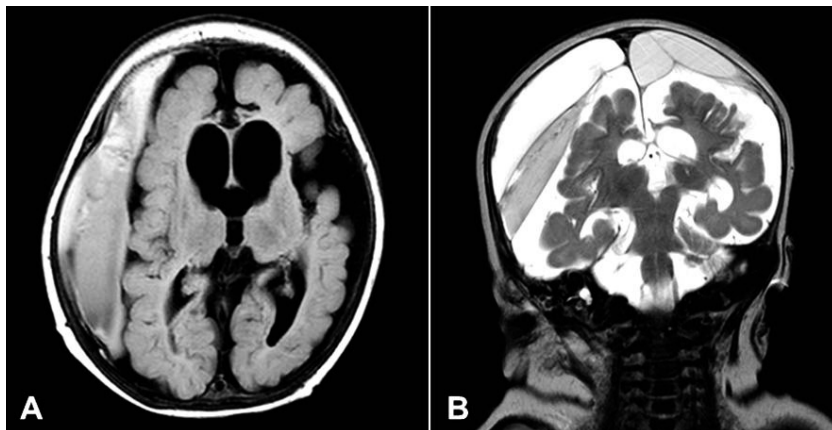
(A, B) Magnetic resonance imaging of brain at 4 months of age shows diffuse brain atrophy with ventriculomegaly and multistage subdural hemorrhages on T2 weighted images.
